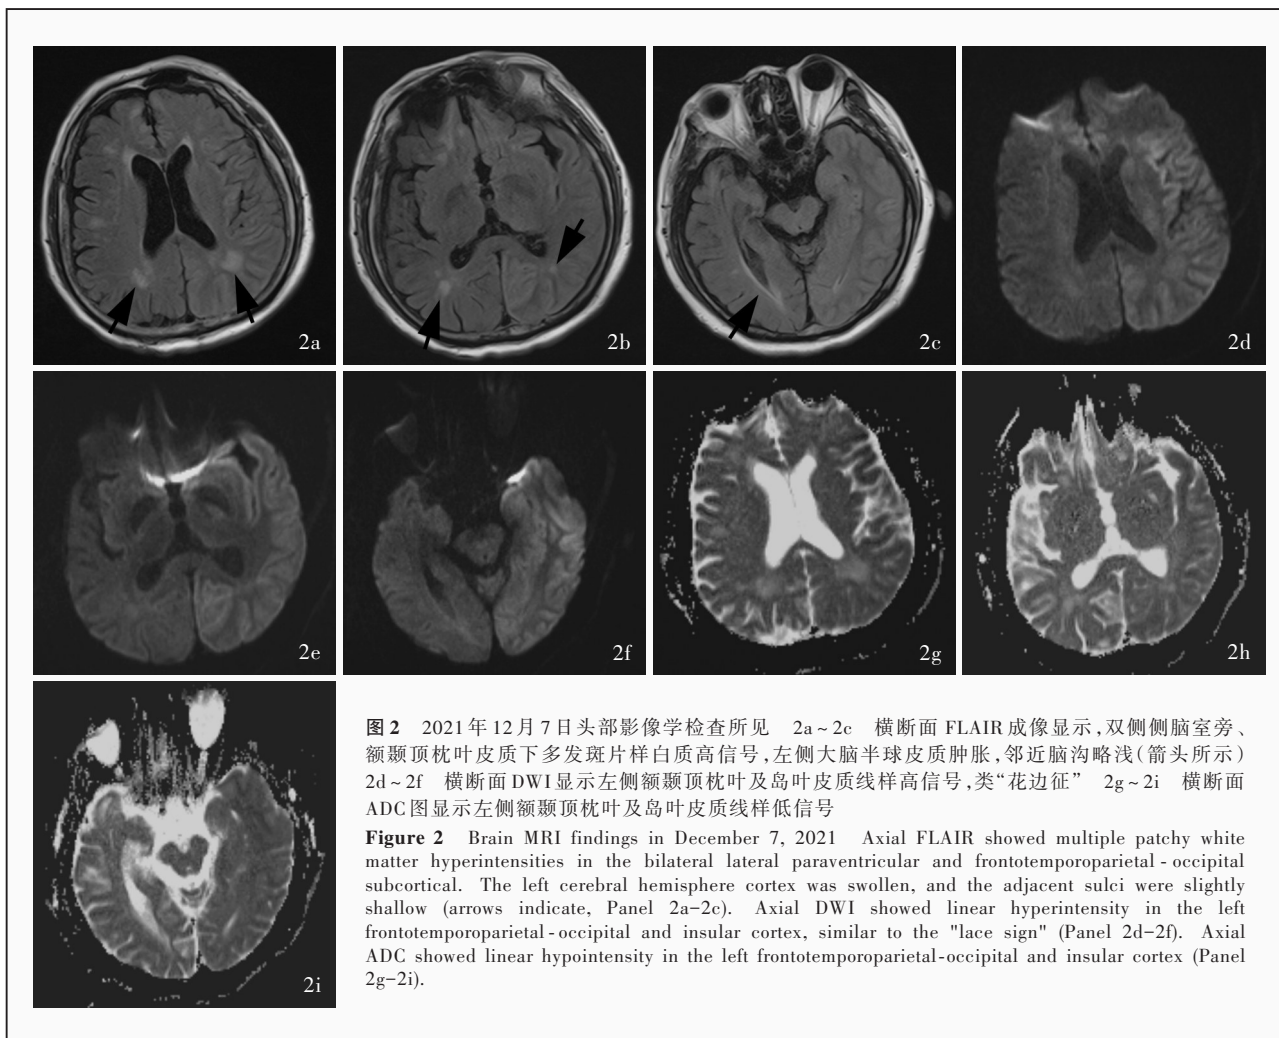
2021年12月7日头部影像学检查所见 2a~2c 横断面 FLAIR 成像显示,双侧侧脑室旁、额颞顶枕叶皮质下多发斑片样白质高信号,左侧大脑半球皮质肿胀,邻近脑沟略浅(箭头所示) 2d~2f 横断面 DWI 显示左侧额颞顶枕叶及岛叶皮质线样高信号,类“花边征” 2g~2i 横断面 ADC 图显示左侧额颞顶枕叶及岛叶皮质线样低信号
